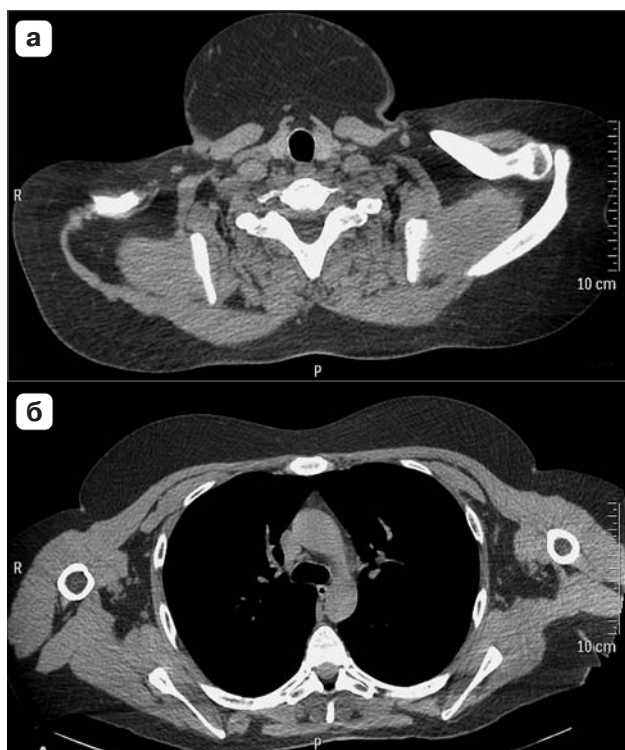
КТ-изображения плечевого пояса и верхней половины туловища. а – аксиальная плоскость, срез на уровне C_{VII} ; б – аксиальная плоскость, срез на уровне дуги аорты.
